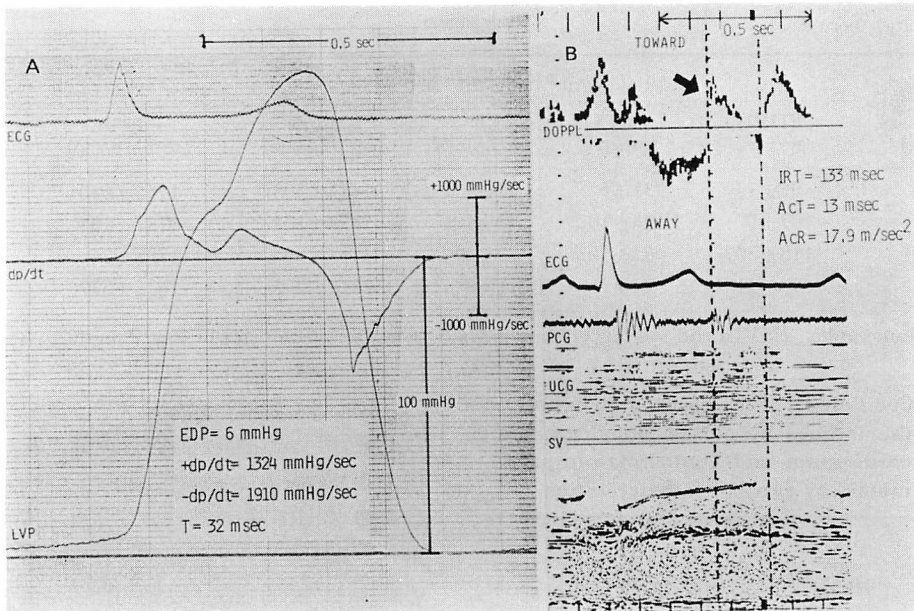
Left ventricular pressure tracing (LVP) and its first derivative (dp/dt) (A) and the Doppler signals of the isovolumic relaxation flow (B) from a patient with angina pectoris.
